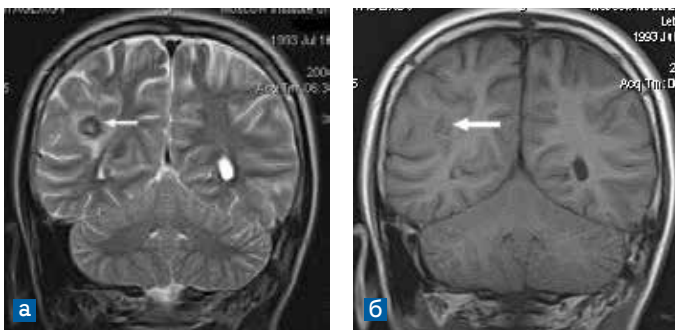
МРТ, фронтальные срезы. *а)* T2 взвешенное изображение; *б)* T1-взвешенное изображение. Петрификат в белом веществе (стрелка)
